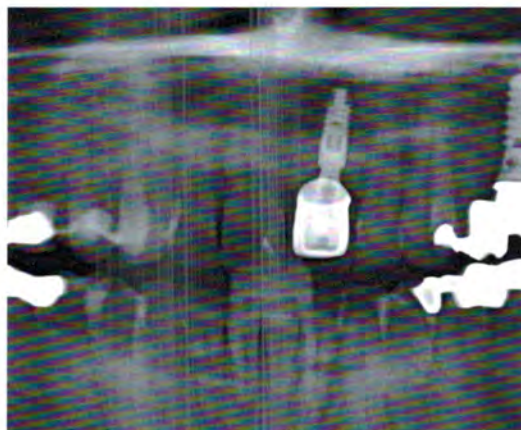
Röntgenkontrollaufnahme nach Eingliederung der definitiven Suprakonstruktion
